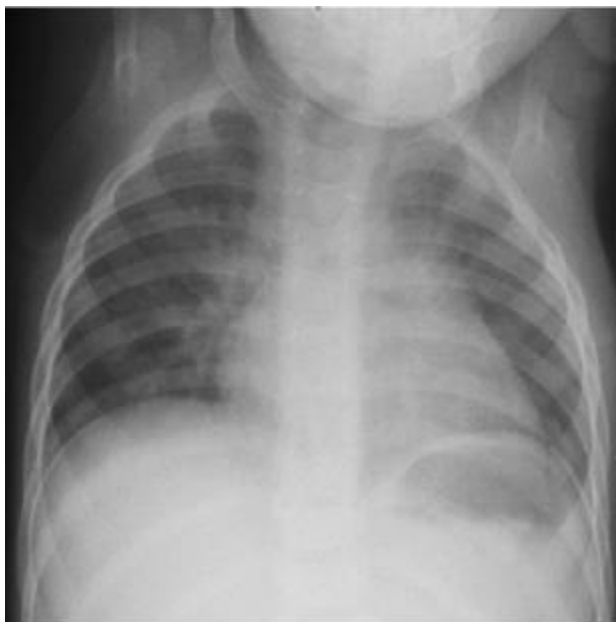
Это рентгеновский снимок плохого качества. Рентгеновский снимок, сделанный при неправильном положении, вдохе и плохой контрастности, может привести к ошибочной диагностике.
